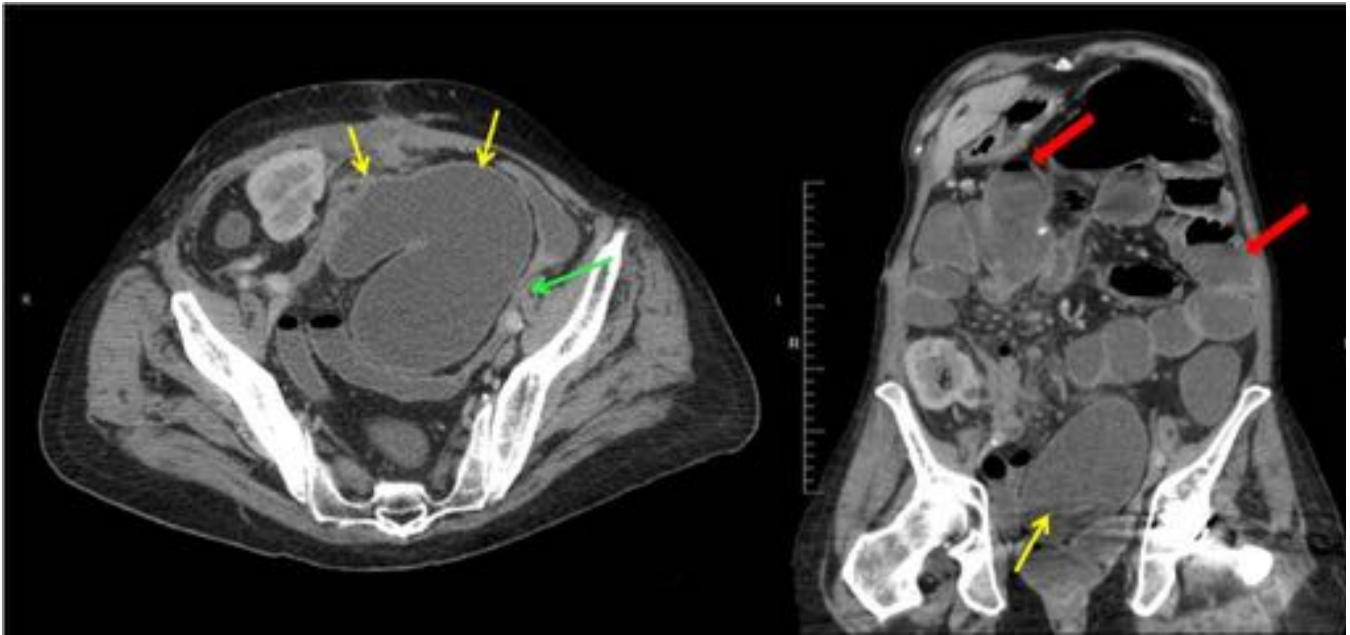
Varón de 66 años con dolor y distensión abdominal. Antecedentes de cistoprostatectomía radical con reconstrucción tipo Studer en 2006 y posterior trasplante renal en FID. Intervenido hace 30 días de hemicolectomía derecha por adenocarcinoma de ciego. La TC muestra cuadro suboclusivo (flechas rojas), con cambio de calibre en sigma (flecha verde) producido por compresión extrínseca de sobredistensión de neovejiga (flecha amarilla).
